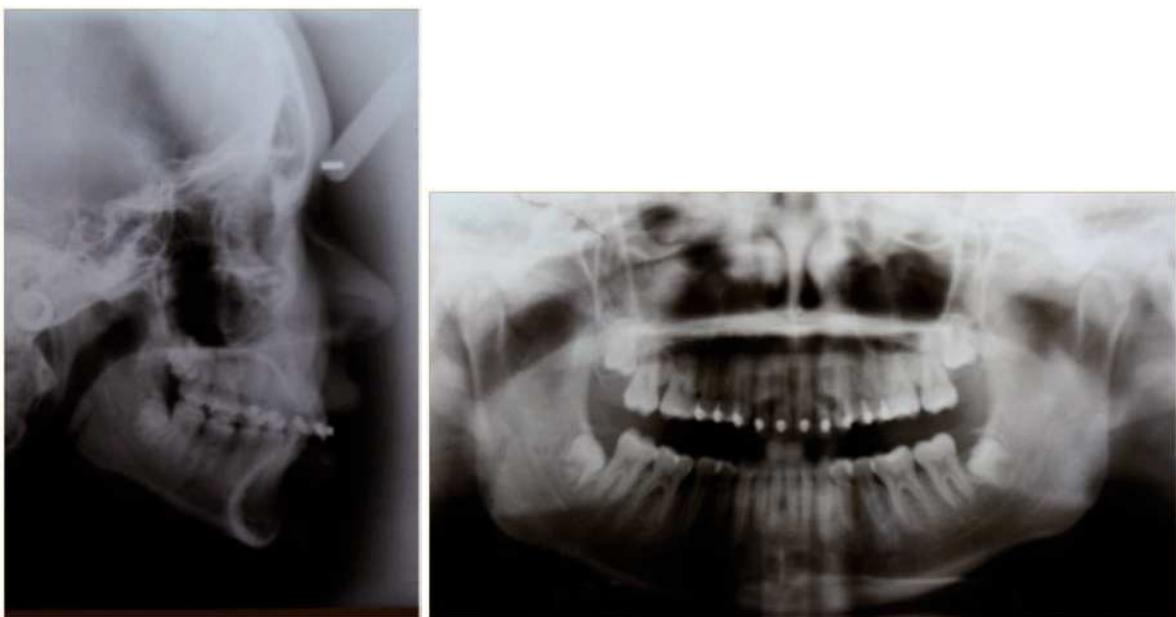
Ortopantomograf a y telerradiograf a tras tratamiento con Advansync®.
